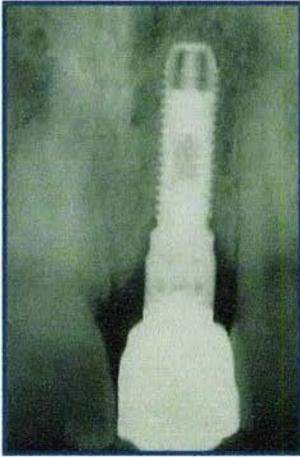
Radiografía periapical tomada durante el procedimiento para reemplazar la corona. (Julio de 1992).
